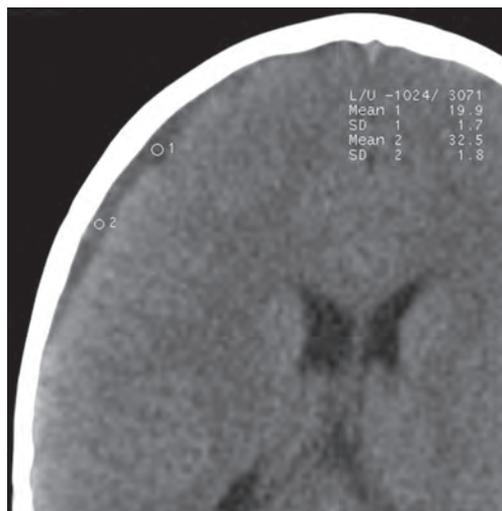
КТ, нативный срез (увеличение). Ограниченный менингит: справа в лобно-височной области расширено субарахноидальное пространство с наличием жидкости повышенной плотности (20–30 НУ).
